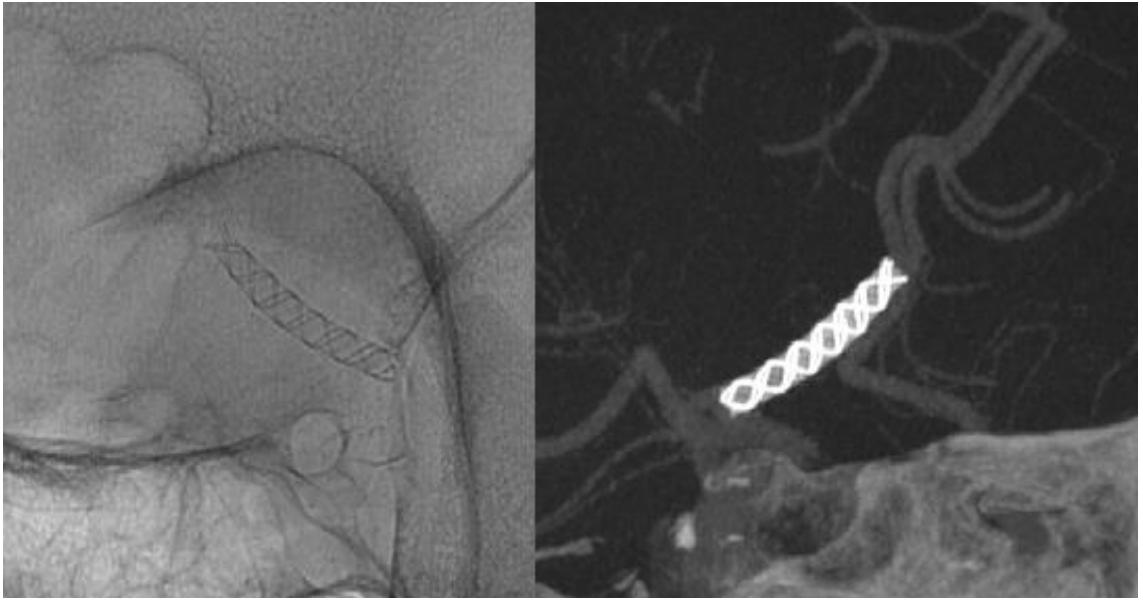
PED Flat Panel Detektör BT Anjiografi Görüntüsü
